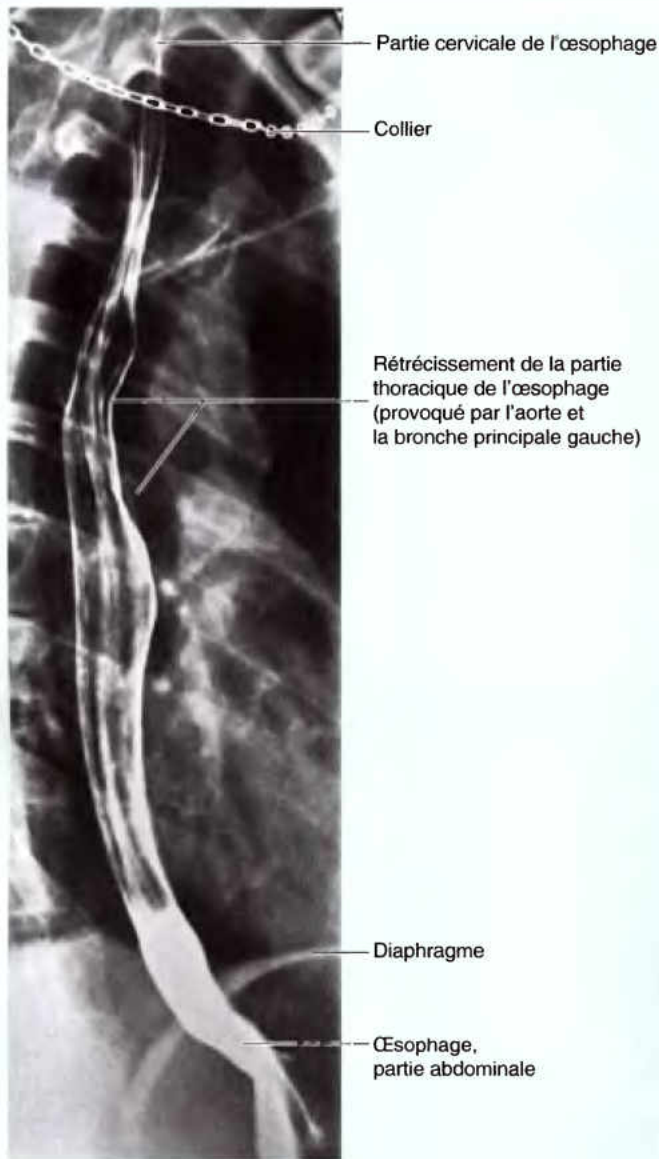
Radiographie de l'œsophage. Cette radiographie a été prise après une déglutition de baryte. Les colliers devraient être enlevés avant de prendre des radiographies.
